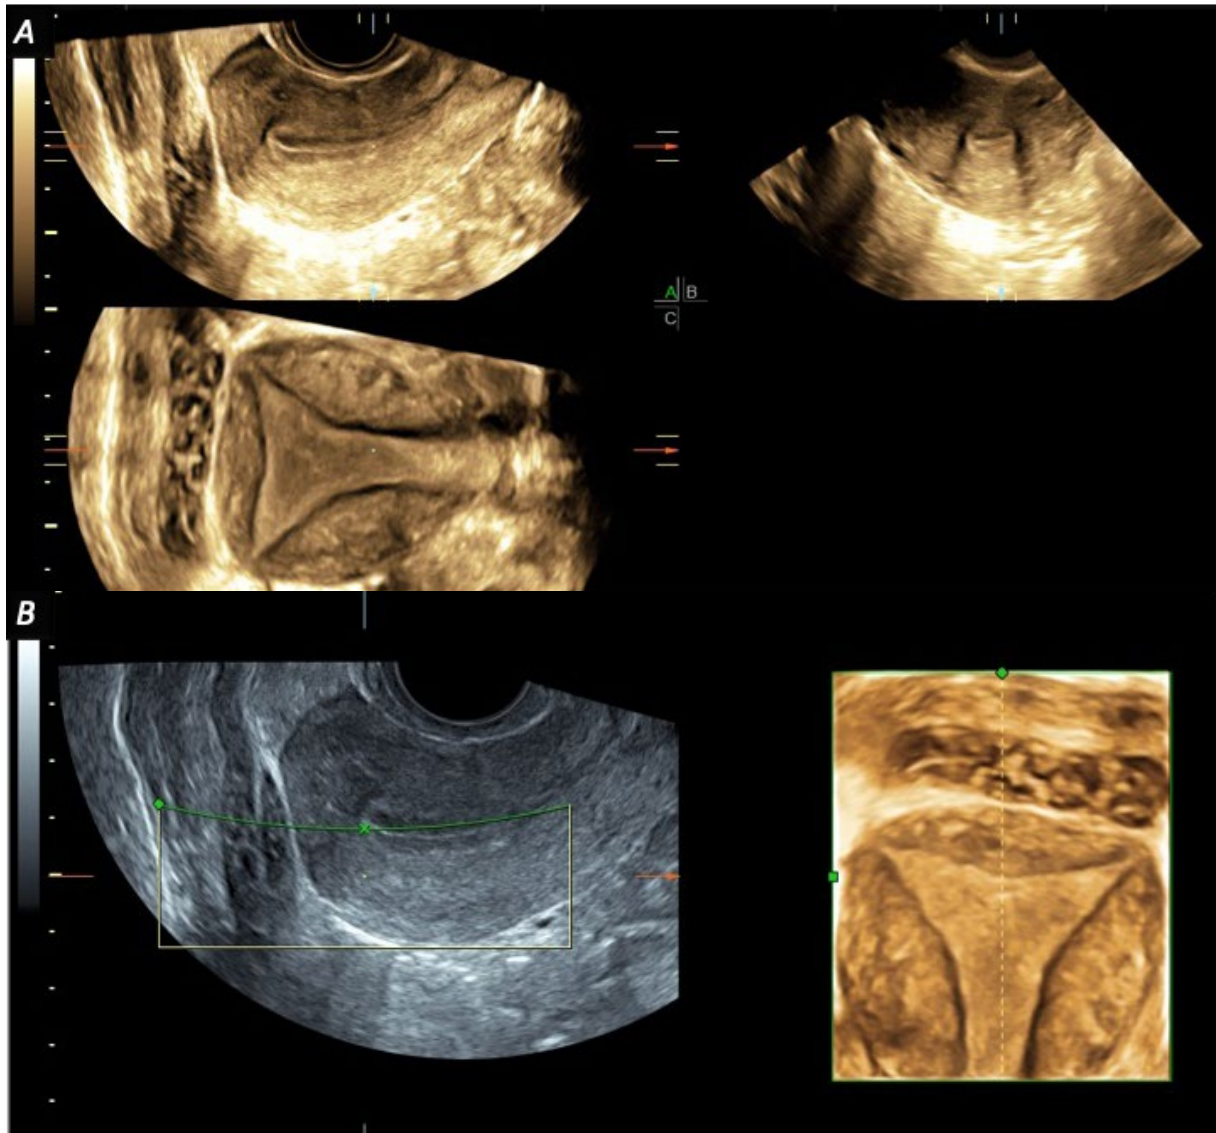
A: Ecografía 3D en modo multiplanar. a) Arriba y a la izquierda, plano sagital. b) Arriba a la derecha, plano transversal. c) Abajo y a la izquierda, plano coronal. La imagen se genera a partir del plano sagital englobando la totalidad del cuerpo uterino. B: Reconstrucción de superficie del mismo caso. A la izquierda el plano sagital y a la derecha el plano coronal.
